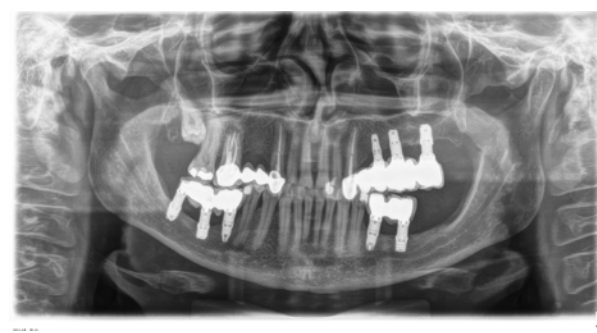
Radiografia após a colocação das próteses definitivas.
